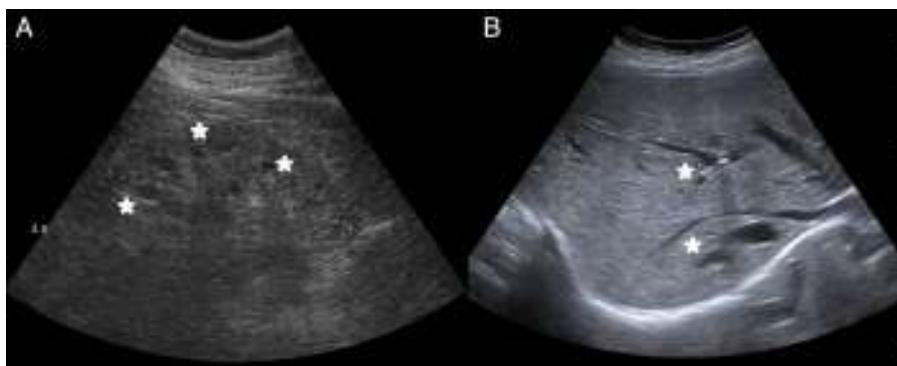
Ecografía: A) Quistes renales corticosinusales. B) Dilatación quística de los conductos intrahepáticos.
